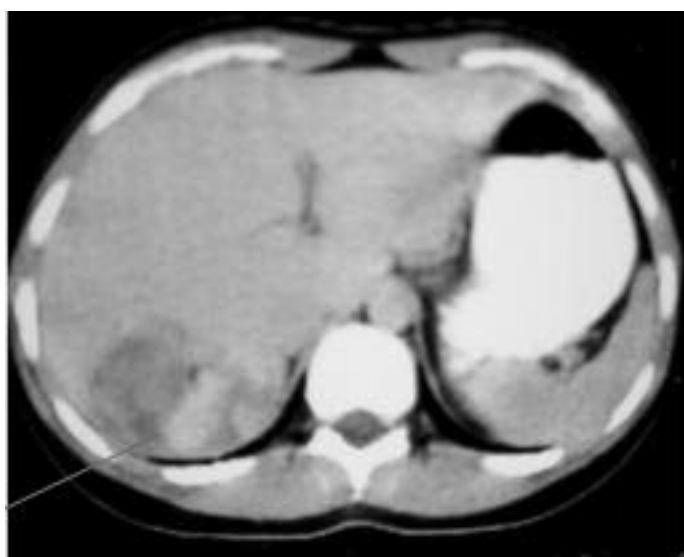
Tomografía computada con contraste: Lesión hipodensa bien diferenciada, con refuerzo temprano periférico (flecha). Hemangioma hepático del segmento VII.
